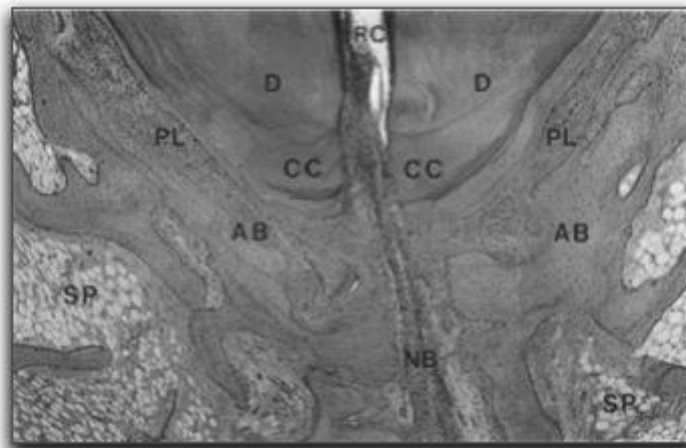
Microfotografía que muestra los diferentes tejidos periapicales sanos. D: dentina, CC: cemento celular, PL: ligamento periodontal, NB: paquete vasculonervioso, SP: hueso esponjoso, AB: hueso alveolar, RC: conducto radicular. Tomada de Nair (11).
